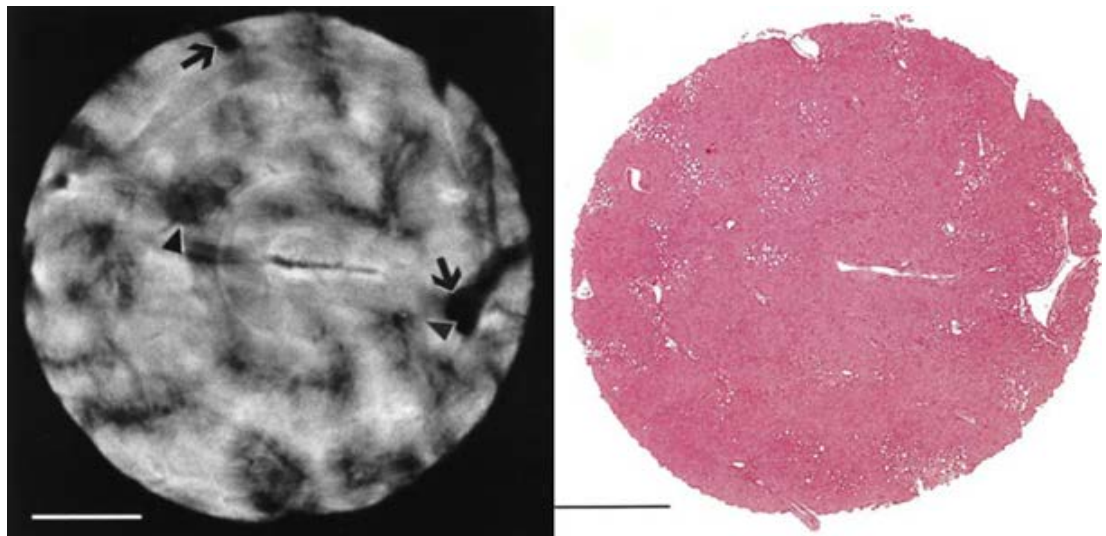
Phase contrast CT scan of healthy liver tissue. Healthy cells (light areas) correspond to a high refractive index. A low refractive index corresponds to clusters of vessels (arrows)
